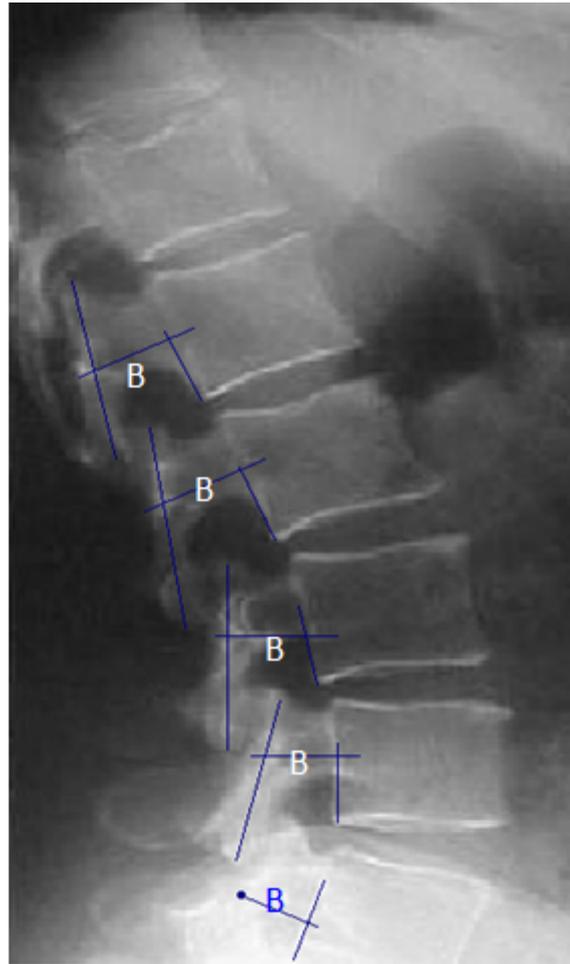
Radiographie Rachis lombal. Incidence de Profil
